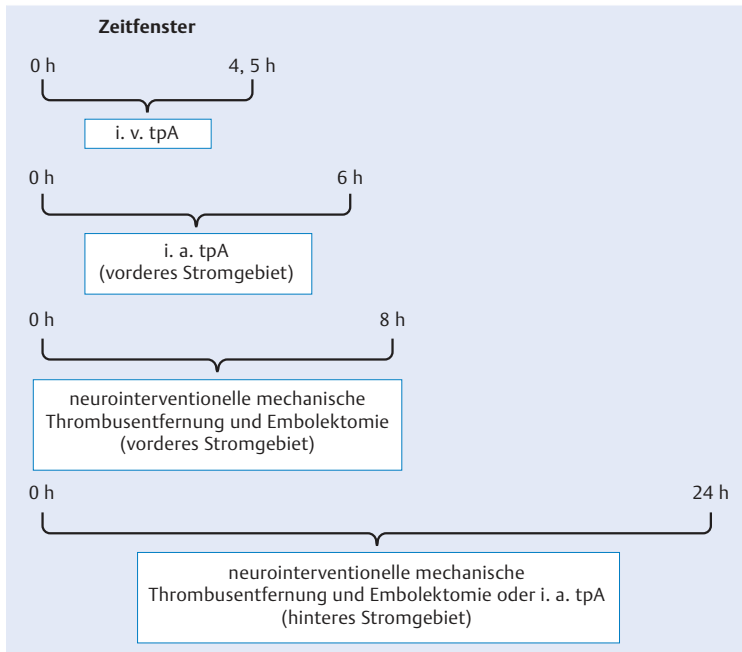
Zeitfenster bei Patienten mit ischämischem Schlaganfall für die Anwendung von i. v. tPA (intravenöser Gewebeplasminogenaktivator) und von i. a. tPA (intraarterieller Gewebeplasminogenaktivator) sowie für eine neurointerventionelle mechanische Thrombusentfernung mit Embolektomie und eine neurointerventionelle mechanische Thrombusentfernung mit Embolektomie oder Gabe von i. a. tPA. Bei den Zeitangaben handelt es sich um grobe Richtlinien, und bei Diffusions-/Perfusions-Mismatch (PWI = perfusionsgewichtete Bildgebung), bei Vorliegen von noch rettbarer Hirngewebe oder bei positiver DWI mit negativen Befunden auf FLAIR-Bildern wird ggf. die Entscheidung für eine Intervention getroffen.
